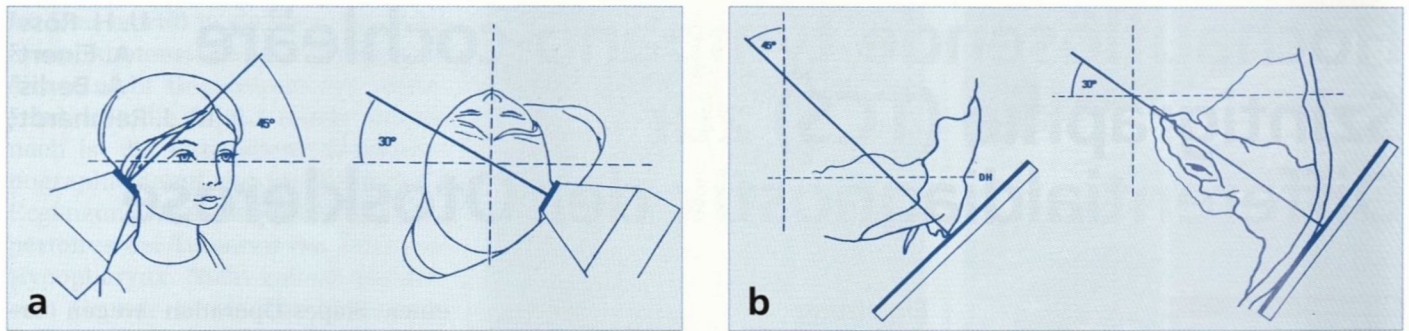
Kollimatoreinstellung bei der TCS am Patienten (a) und Projektionsebenen zur Erstellung der Röntgenbildmaske (b) entsprechend einer modifizierten Mayer-Projektion.
